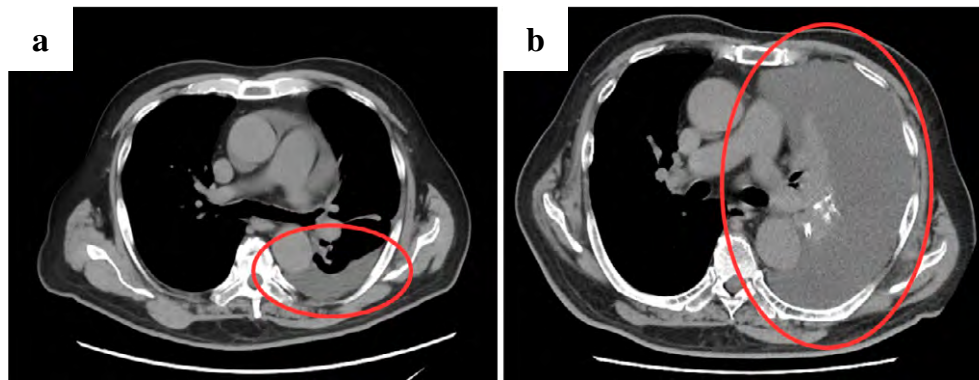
Chest CT findings
